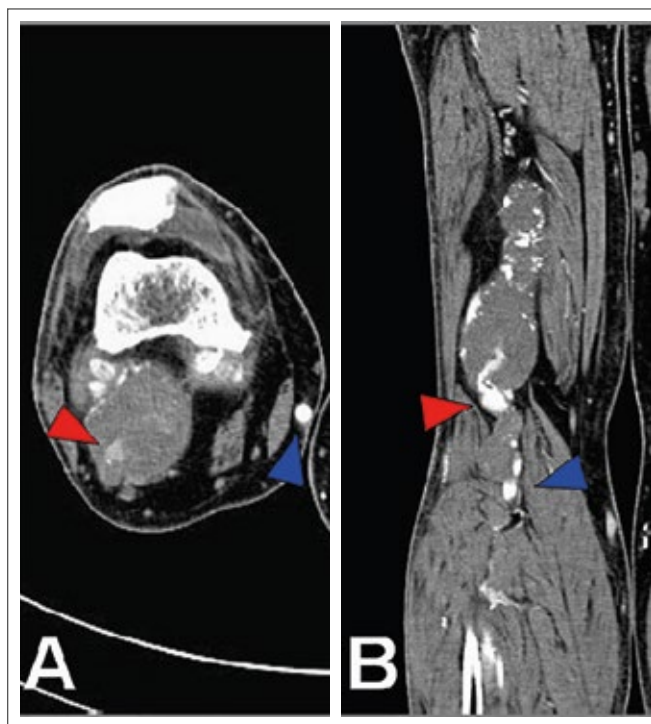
CT-Angiographie. Nachweis einer sekundären Re-zirkulation nach Ausschaltung eines PAA durch Bypassanlage. (A): Sagittalebene, Nidus = roter Pfeil, Bypass = blauer Pfeil; (B): Koronare Schnittebene, Nidus = roter Pfeil, Bypass = blauer Pfeil.
